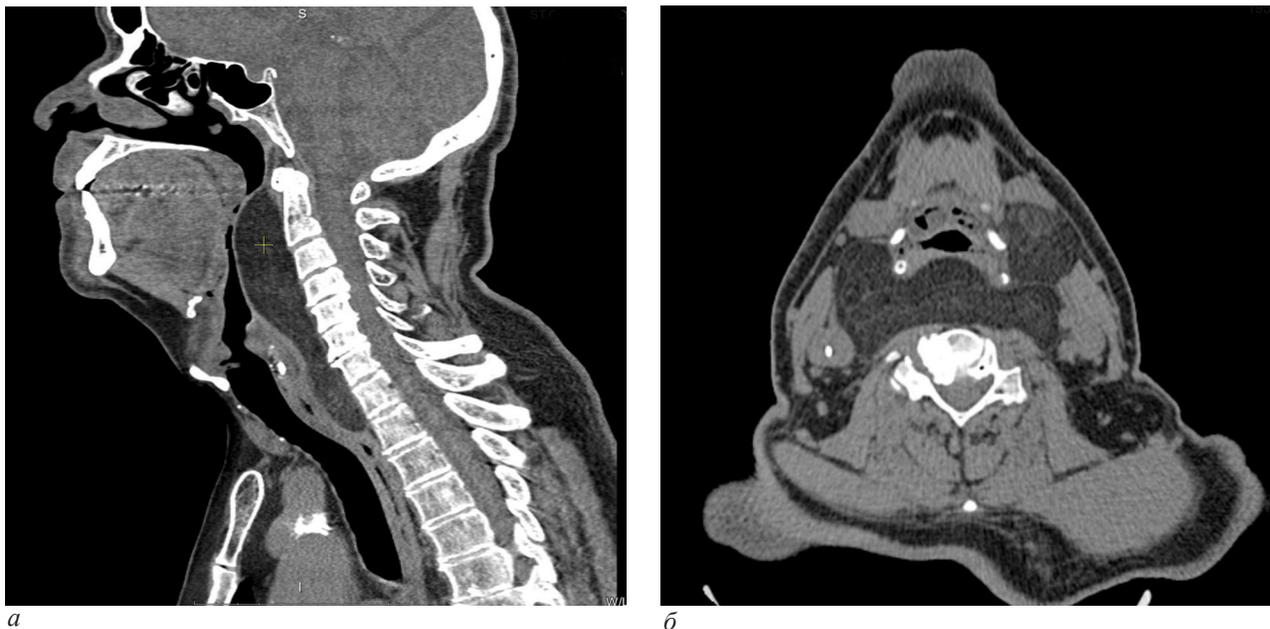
Спиральная компьютерная томография шеи: а – опухолевидное образование позади висцерального пространства оттесняет кпереди гортаноглотку, пищевод, трахею; б – новообразование распространяется на боковые поверхности шеи, больше слева
